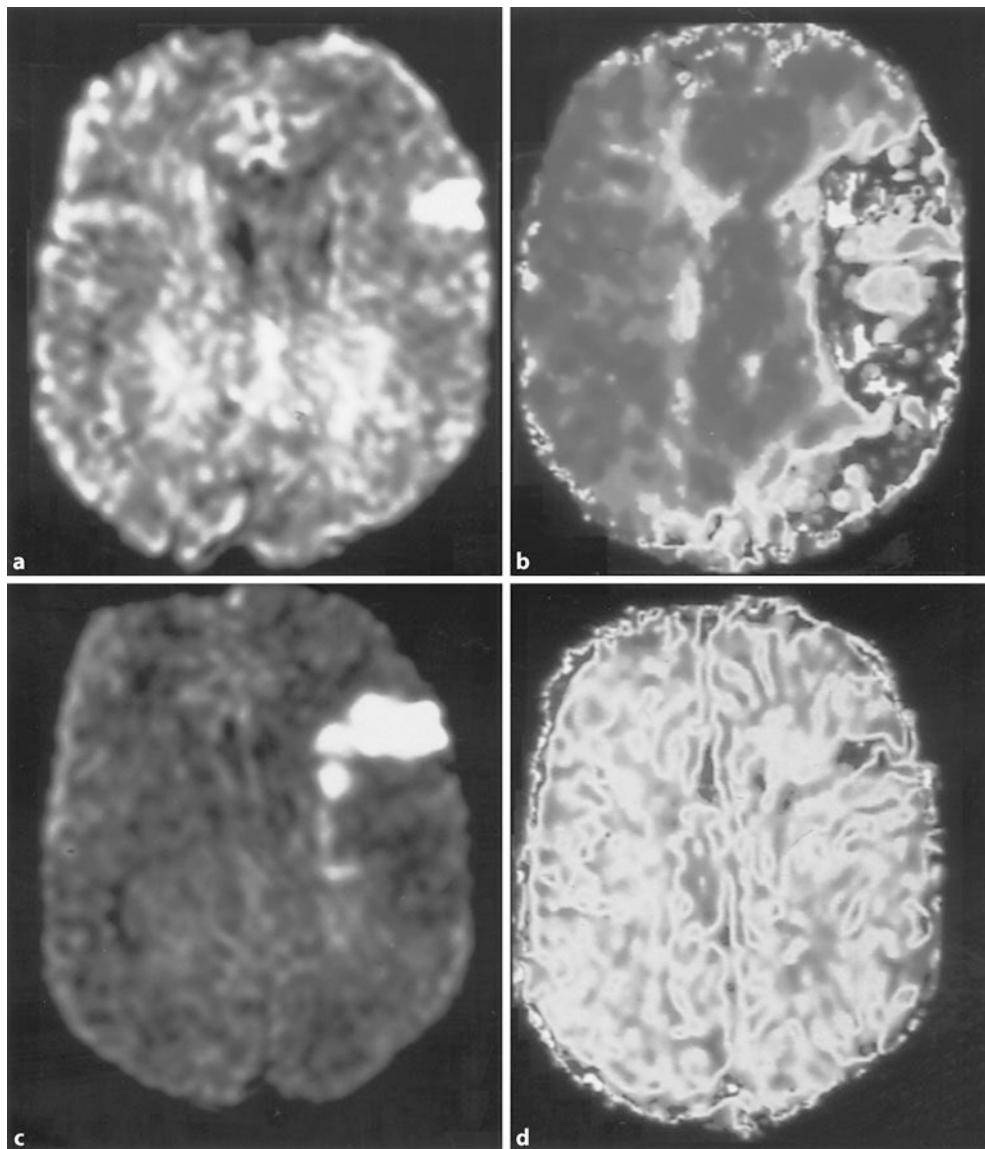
Beispiel für ein deutliches „mismatch“ zwischen Veränderungen in der diffusions- (a) und der perfusionsgewichteten Magnetresonanztomographie (b) als Ausdruck einer deutlichen Differenz zwischen irreversibel und reversibel geschädigtem Hirngewebe. Letzteres ist prinzipiell durch Thrombolyse zu retten („tissue at risk“). Ergebnis nach Thrombolyse: Endgültiger Infarkt reduziert auf den initial diffusionsgestörten Bezirk (c). Die Perfusionsverhältnisse sind wieder normalisiert (d)
